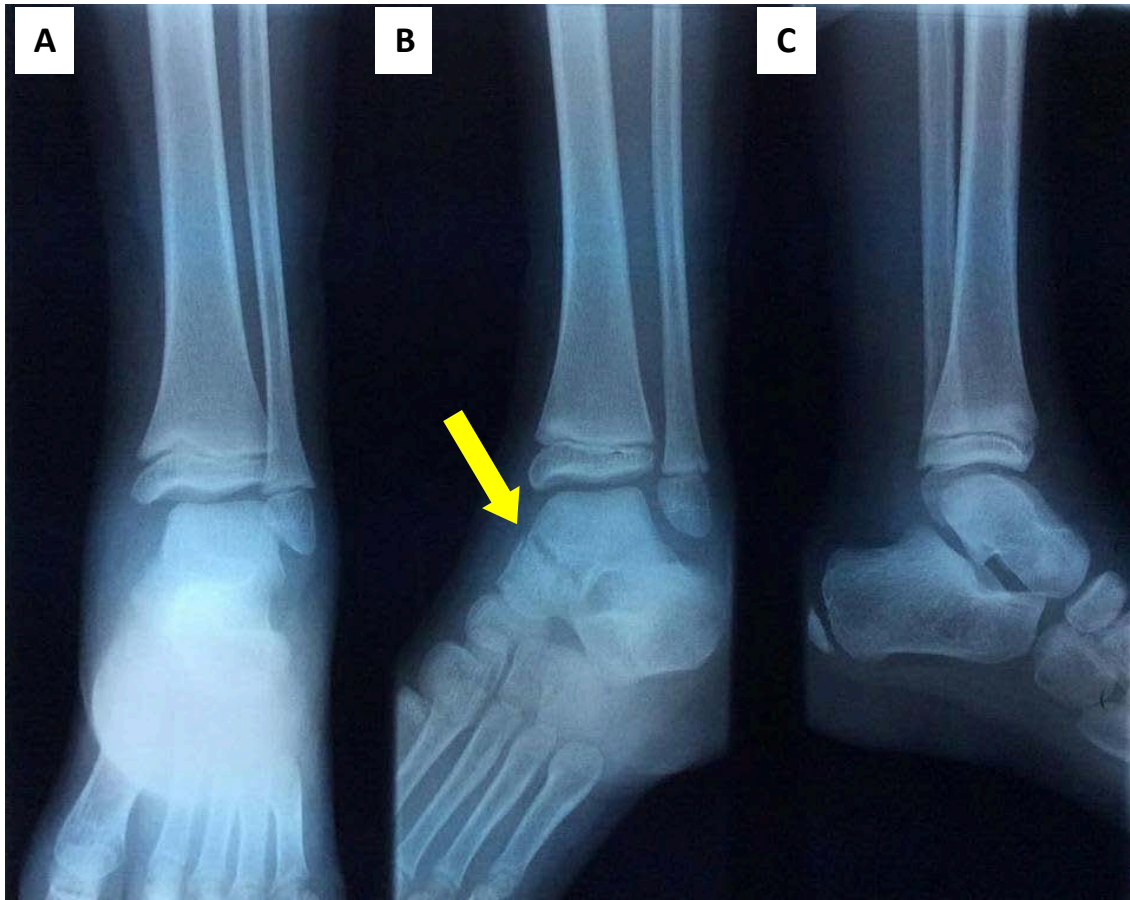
radiographies de la cheville gauche face (A), 3/4 (B) et profil (C) montrant une fracture du col du talus, non déplacée, type II de Marti (flèche) chez une fille de 8ans.
